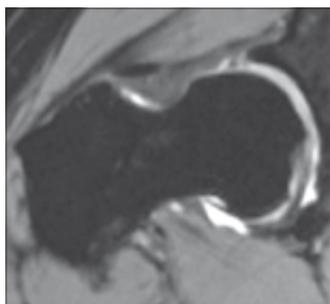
+b: Hüft-MRT desselben Patienten zeigt Labrumriss anteriorlateral
